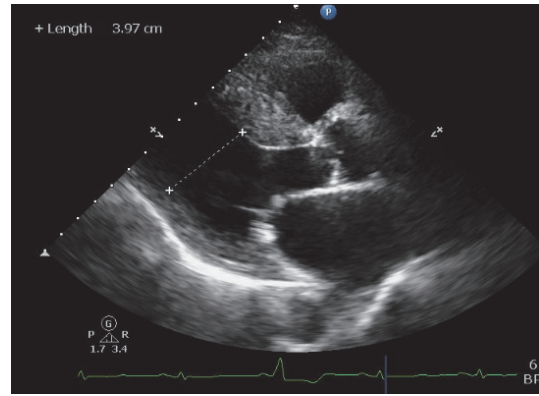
心臓超音波(X-1年9月)全周性に壁運動は低下し, 心室中隔壁肥厚と小高輝度エコー一点在所見を認めた(矢印).
